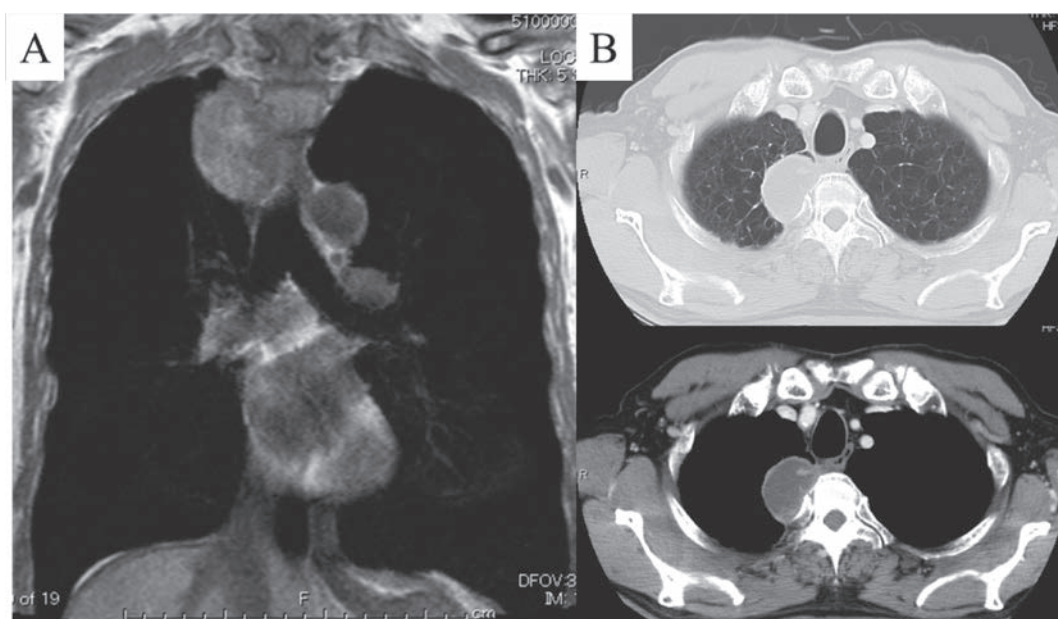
Preoperative chest MRI (A) and chest CT (B) revealed mediastinal tumor with circumscribed shape expanding into thoracic cage.
